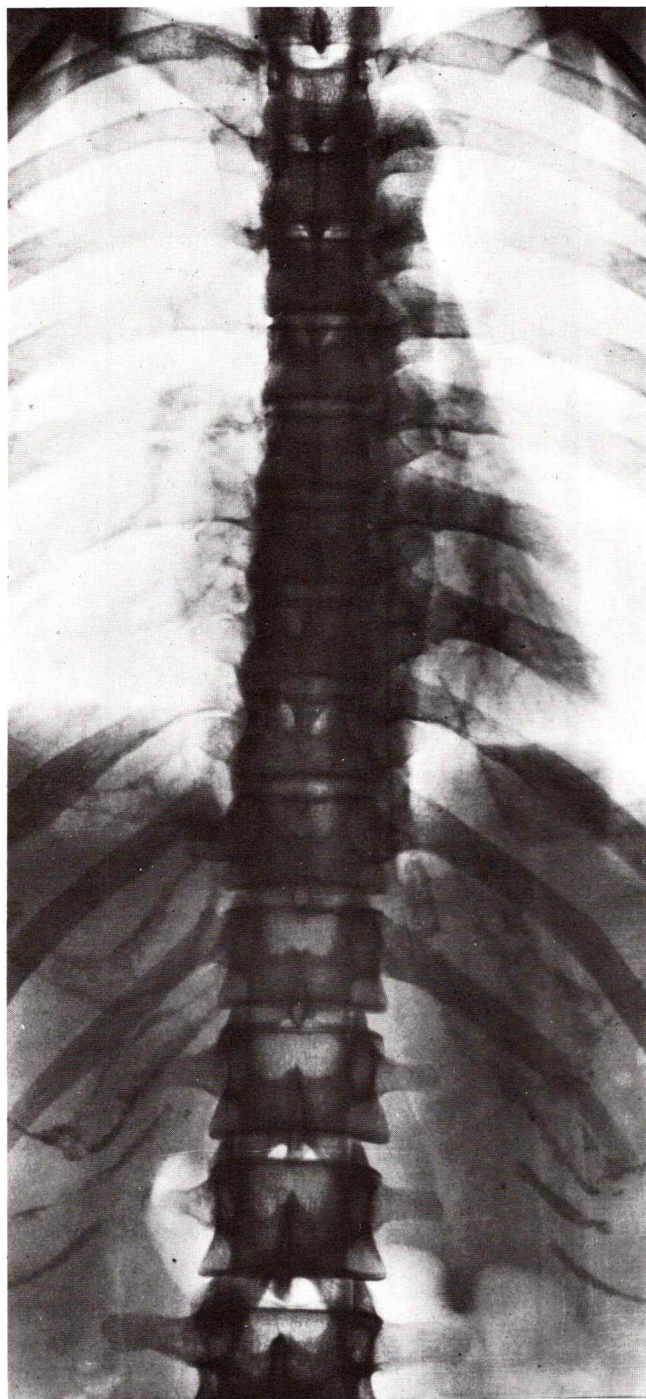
Radiografía del raquis dorsal, vista frontal.
